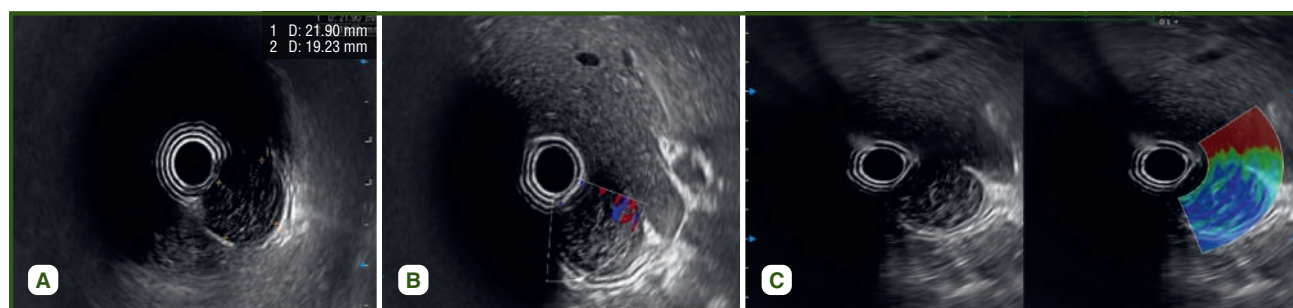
Echo-photo of patient X., 62 years old: A — gastric mass; B — color Doppler mapping of gastric mass; C — elastography of gastric mass
